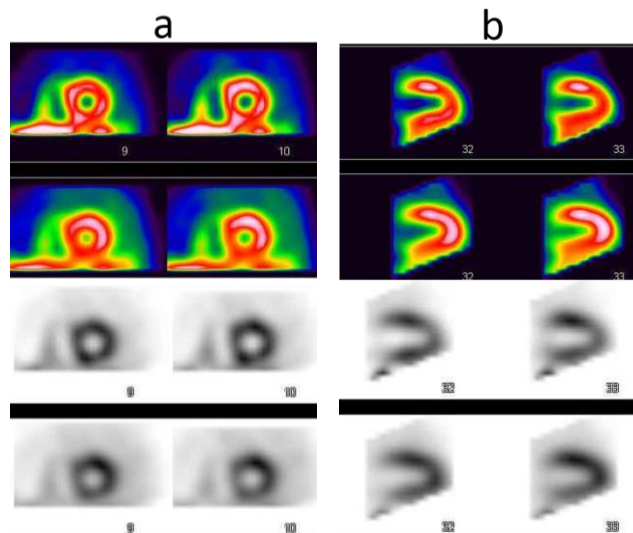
薬物負荷心筋シンチグラフィ(Tc-99m製剤) 負荷時SPECT (いずれも 上段:SSPAC法 下段:FBP法)
